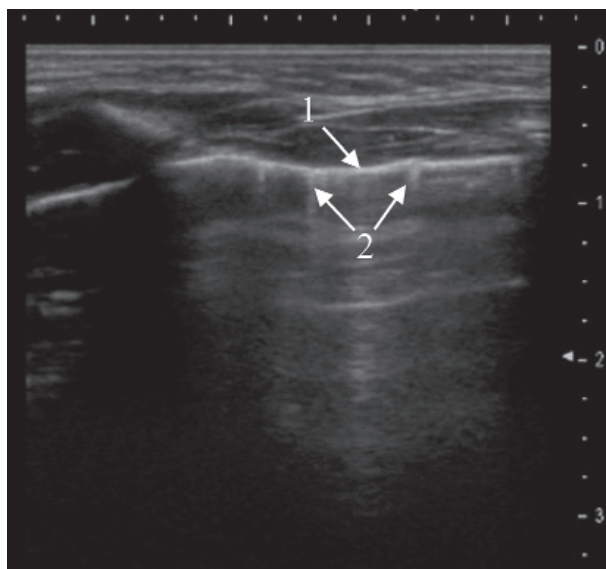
Третье УЗИ через 14 дней. Клиническое выздоровление. Полное восстановление гиперэхогенной поверхности воздушной лёгочной ткани (1), артефакты «хвоста кометы» (2)
